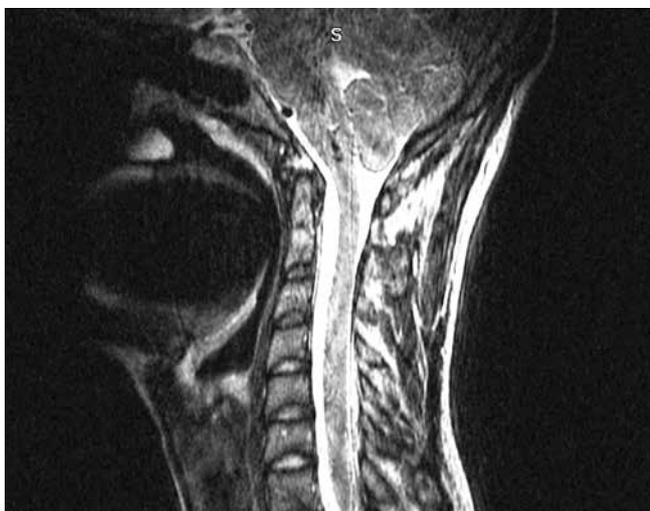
Магнитно-резонансная томограмма шейного отдела позвоночника от 30.10.2020: T2-взвешенное изображение в сагиттальной плоскости. См. пояснения в тексте
